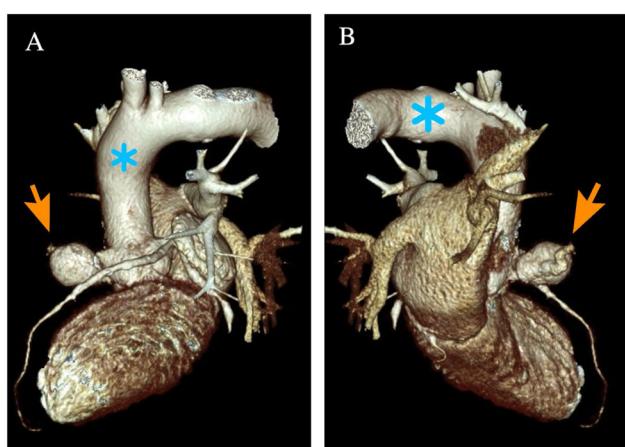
Reconstrucción tridimensional del corazón y los grandes vasos desde el TC preoperatorio. A. Visión anterior. B. Visión posterior. La flecha naranja identifica al pseudoaneurisma. El asterisco azul corresponde a la aorta.
